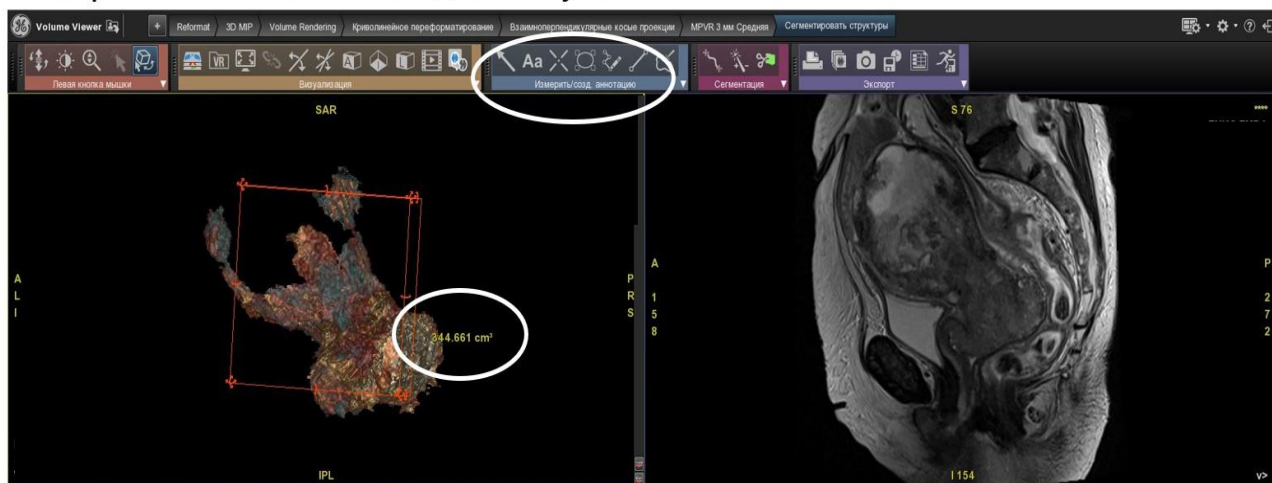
Волюметрический анализ новообразований малого таза с использованием инструментов рабочей станции томографа
